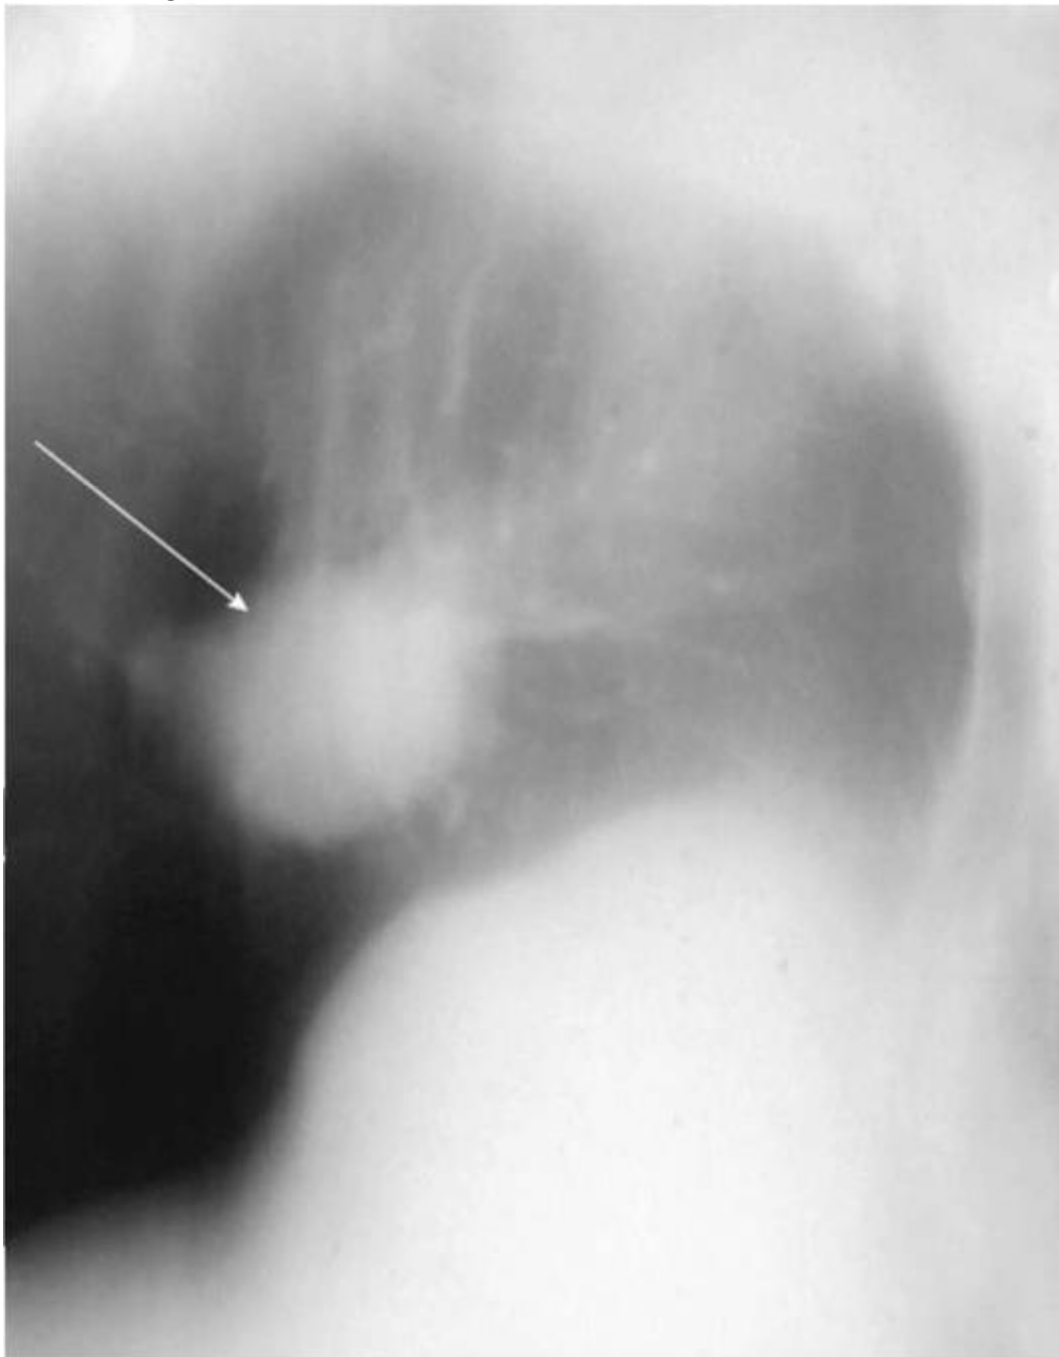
Томограмма шаровидного образования правого легкого в боковой проекции
